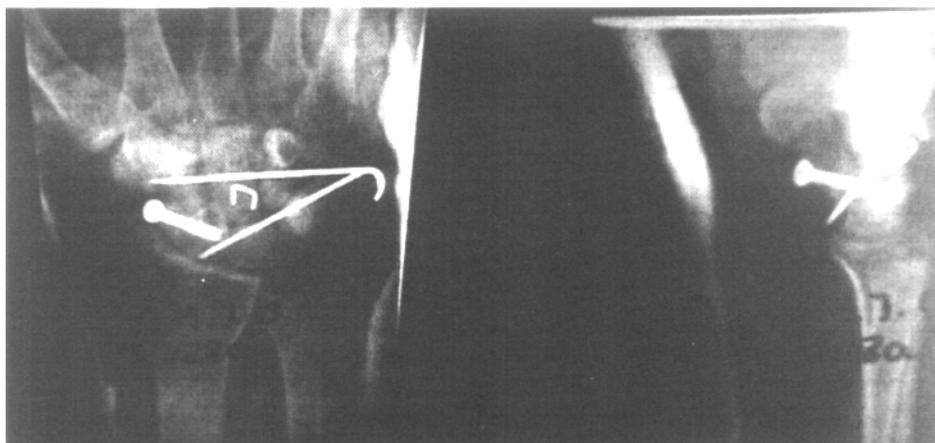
Radiografía anteroposterior y de perfil al ingreso.
